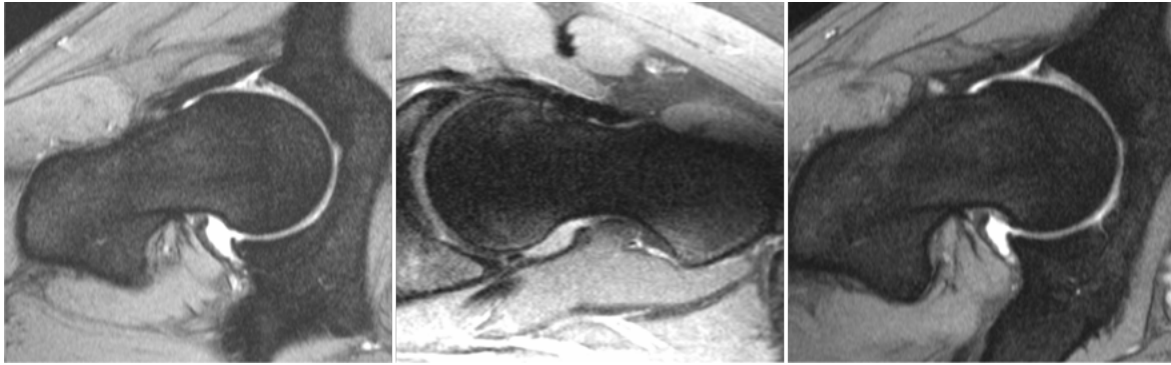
Imagem de RMN T1 "turbo spin echo" (TSE) dos casos com deformidade cam importante. A anca da esquerda (caso 1) apresenta uma deformidade significativa na região ântero-superior, sendo o valor do maior ângulo alfa de 95°. A anca do meio (caso 2) e da esquerda (caso 3) apresentam a deformidade também com uma localização ântero-superior e com o maior ângulo alfa medido, respetivamente de 60° e 98°.
